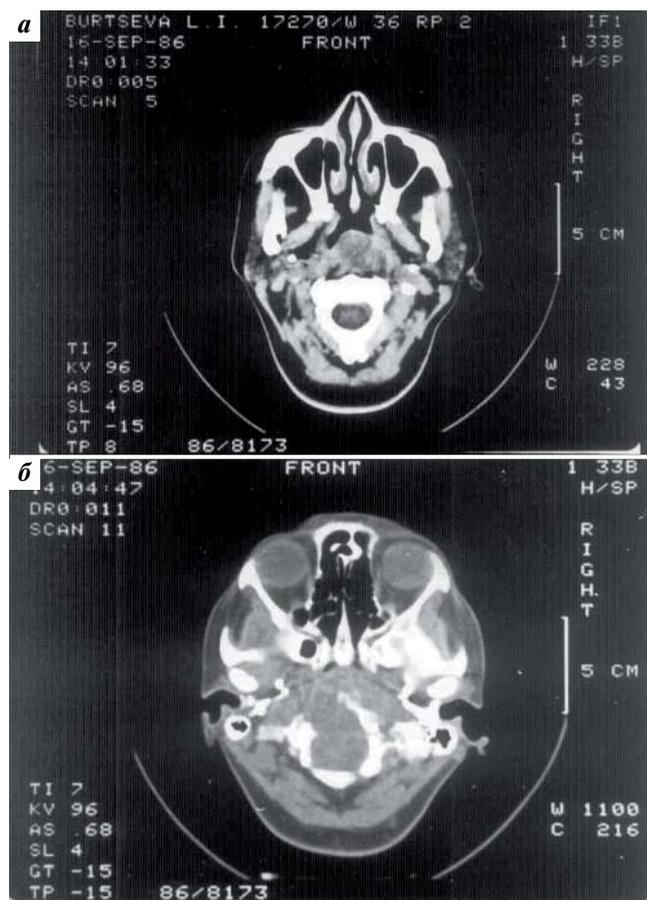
Компьютерная томограмма больной Б. 36 лет. Диагноз: хордома шеи: а – срез на уровне С2; б – срез на уровне затылочной кости. Деструкция костей основания черепа
